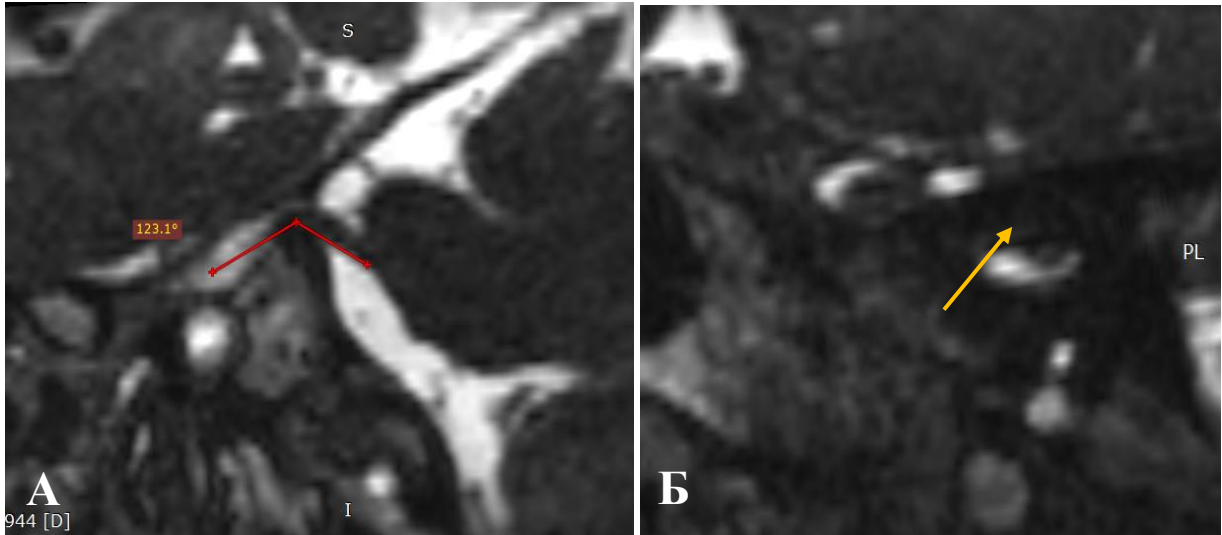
Предоперационная МРТ головного мозга, последовательность 3D-CISS: А – мультипланарные реконструкции, МР-морфометрия; на уровне устья пещеры Меккеля (porus trigeminus) определяется острый угол между корешком тройничного нерва (radix nervi trigemini) и верхним краем пирамиды височной кости (margo superior partis petrosae ossis temporalis), составляющий $123,1^\circ$; Б – визуализация устья полости Меккеля (porus trigeminus)
